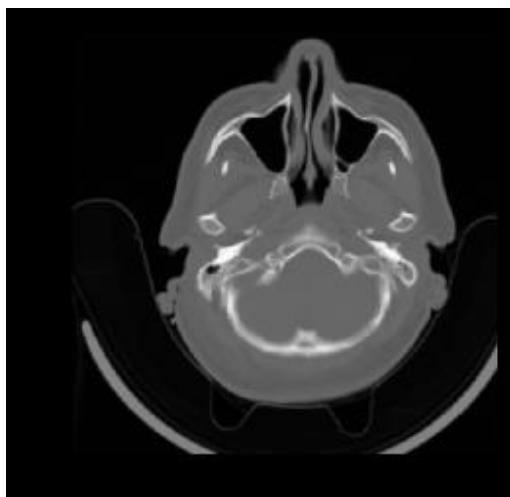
Приклад зображення магнітно-резонансної томографії мозку у наборі даних або [20]
